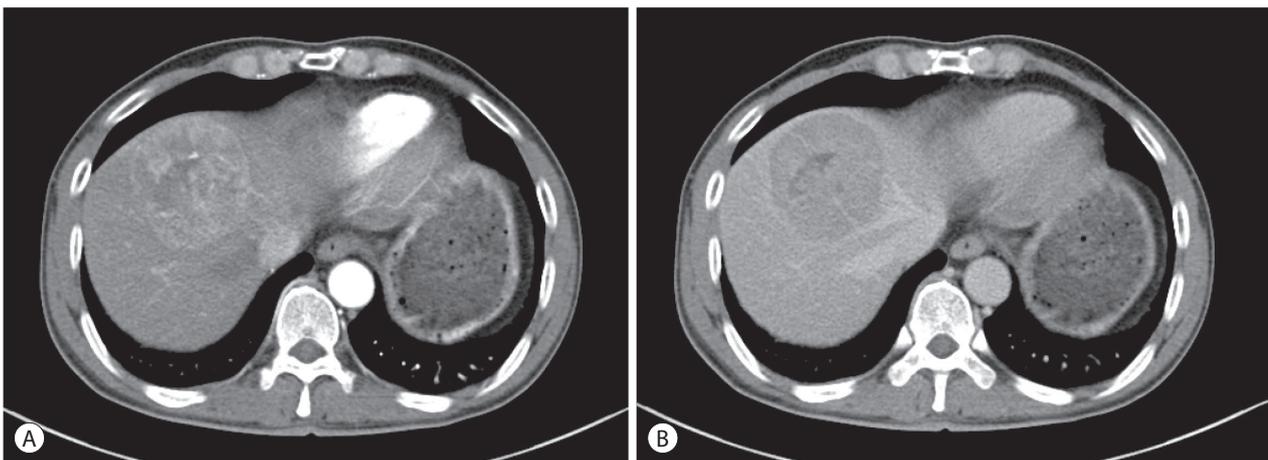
Initial dynamic computed tomography findings. Single 6.7 cm-sized mass which showed enhancement in the (A) arterial and washout in the (B) delayed phase at segment 4.
